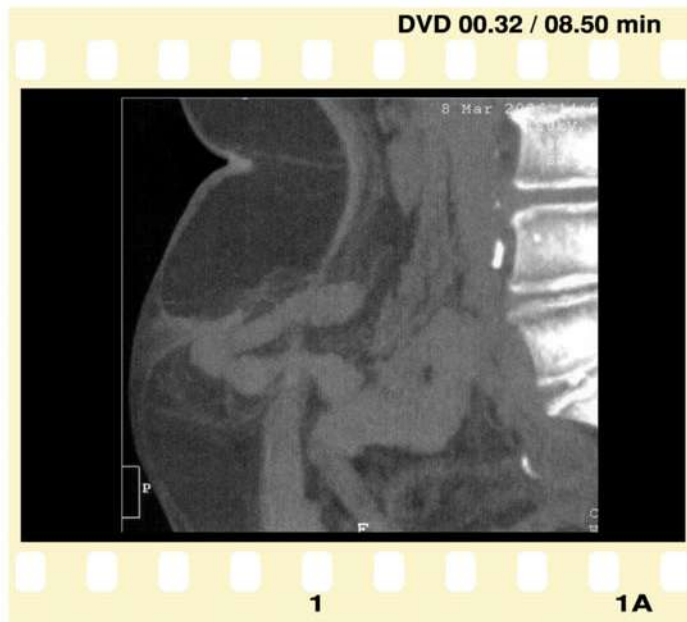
TDM: Eventration para-ombilicale contenant une anse grêle.
